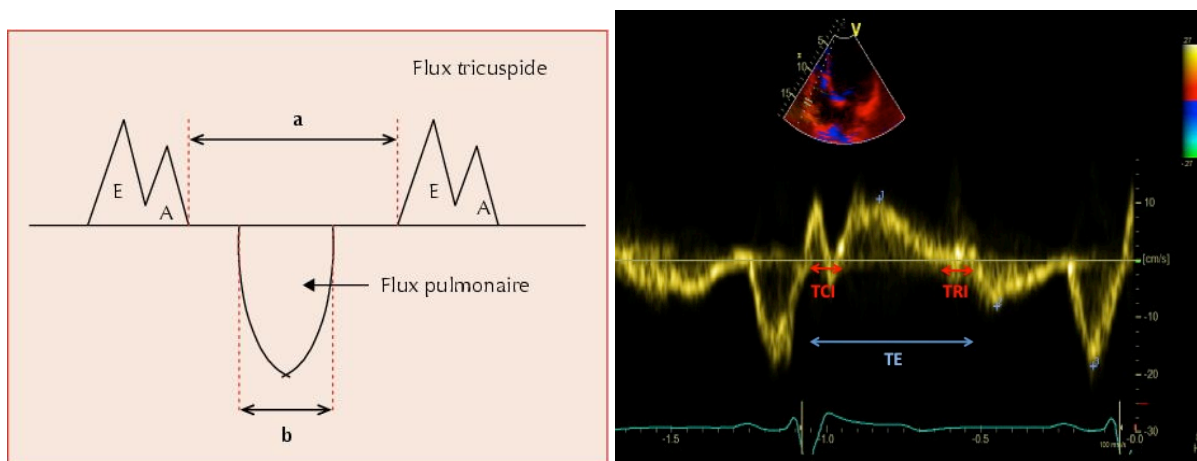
Mesure de l'indice de Tei. En Doppler pulsé (à gauche) : mesure du temps de contraction isovolumique et du temps de relaxation isovolumique sur le flux tricuspide (a) et mesure du temps d'éjection sur le flux pulmonaire (b). En Doppler tissulaire (à droite) : mesure du temps de contraction isovolumique (TCI), du temps de relaxation isovolumique (TRI) et du temps d'éjection (TE). D'après [42].
